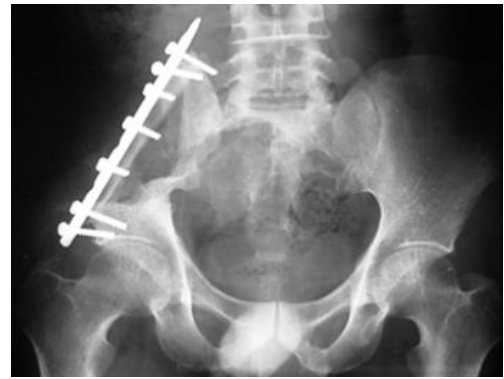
Radiographie de contrôle: ostéointégration du greffon fibulaire libre à 6 mois de recul
